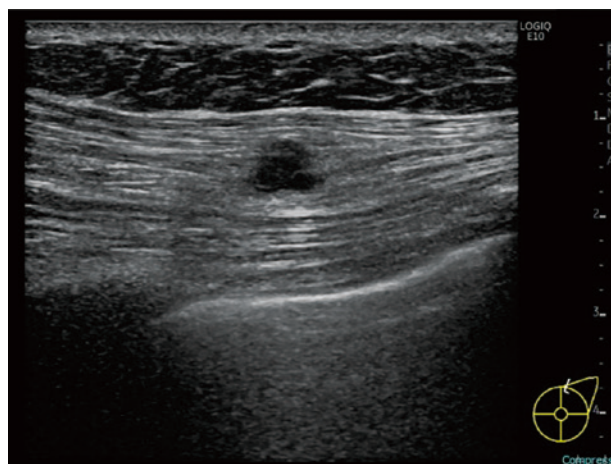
乳房超音波検査：左大胸筋内に境界明瞭粗造な 6 mm 大の腫瘤を認めた。
